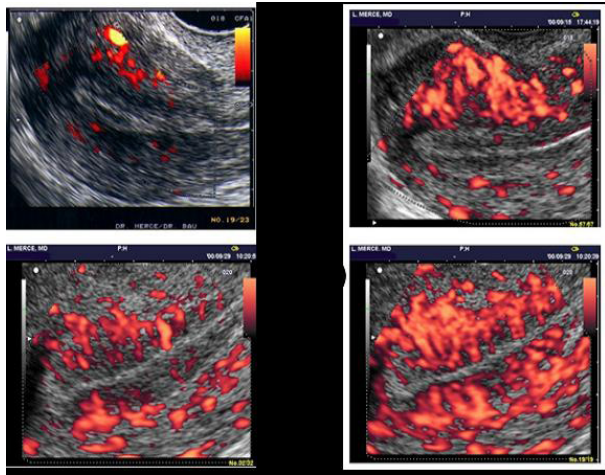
Power Doppler .flujo endometrio
